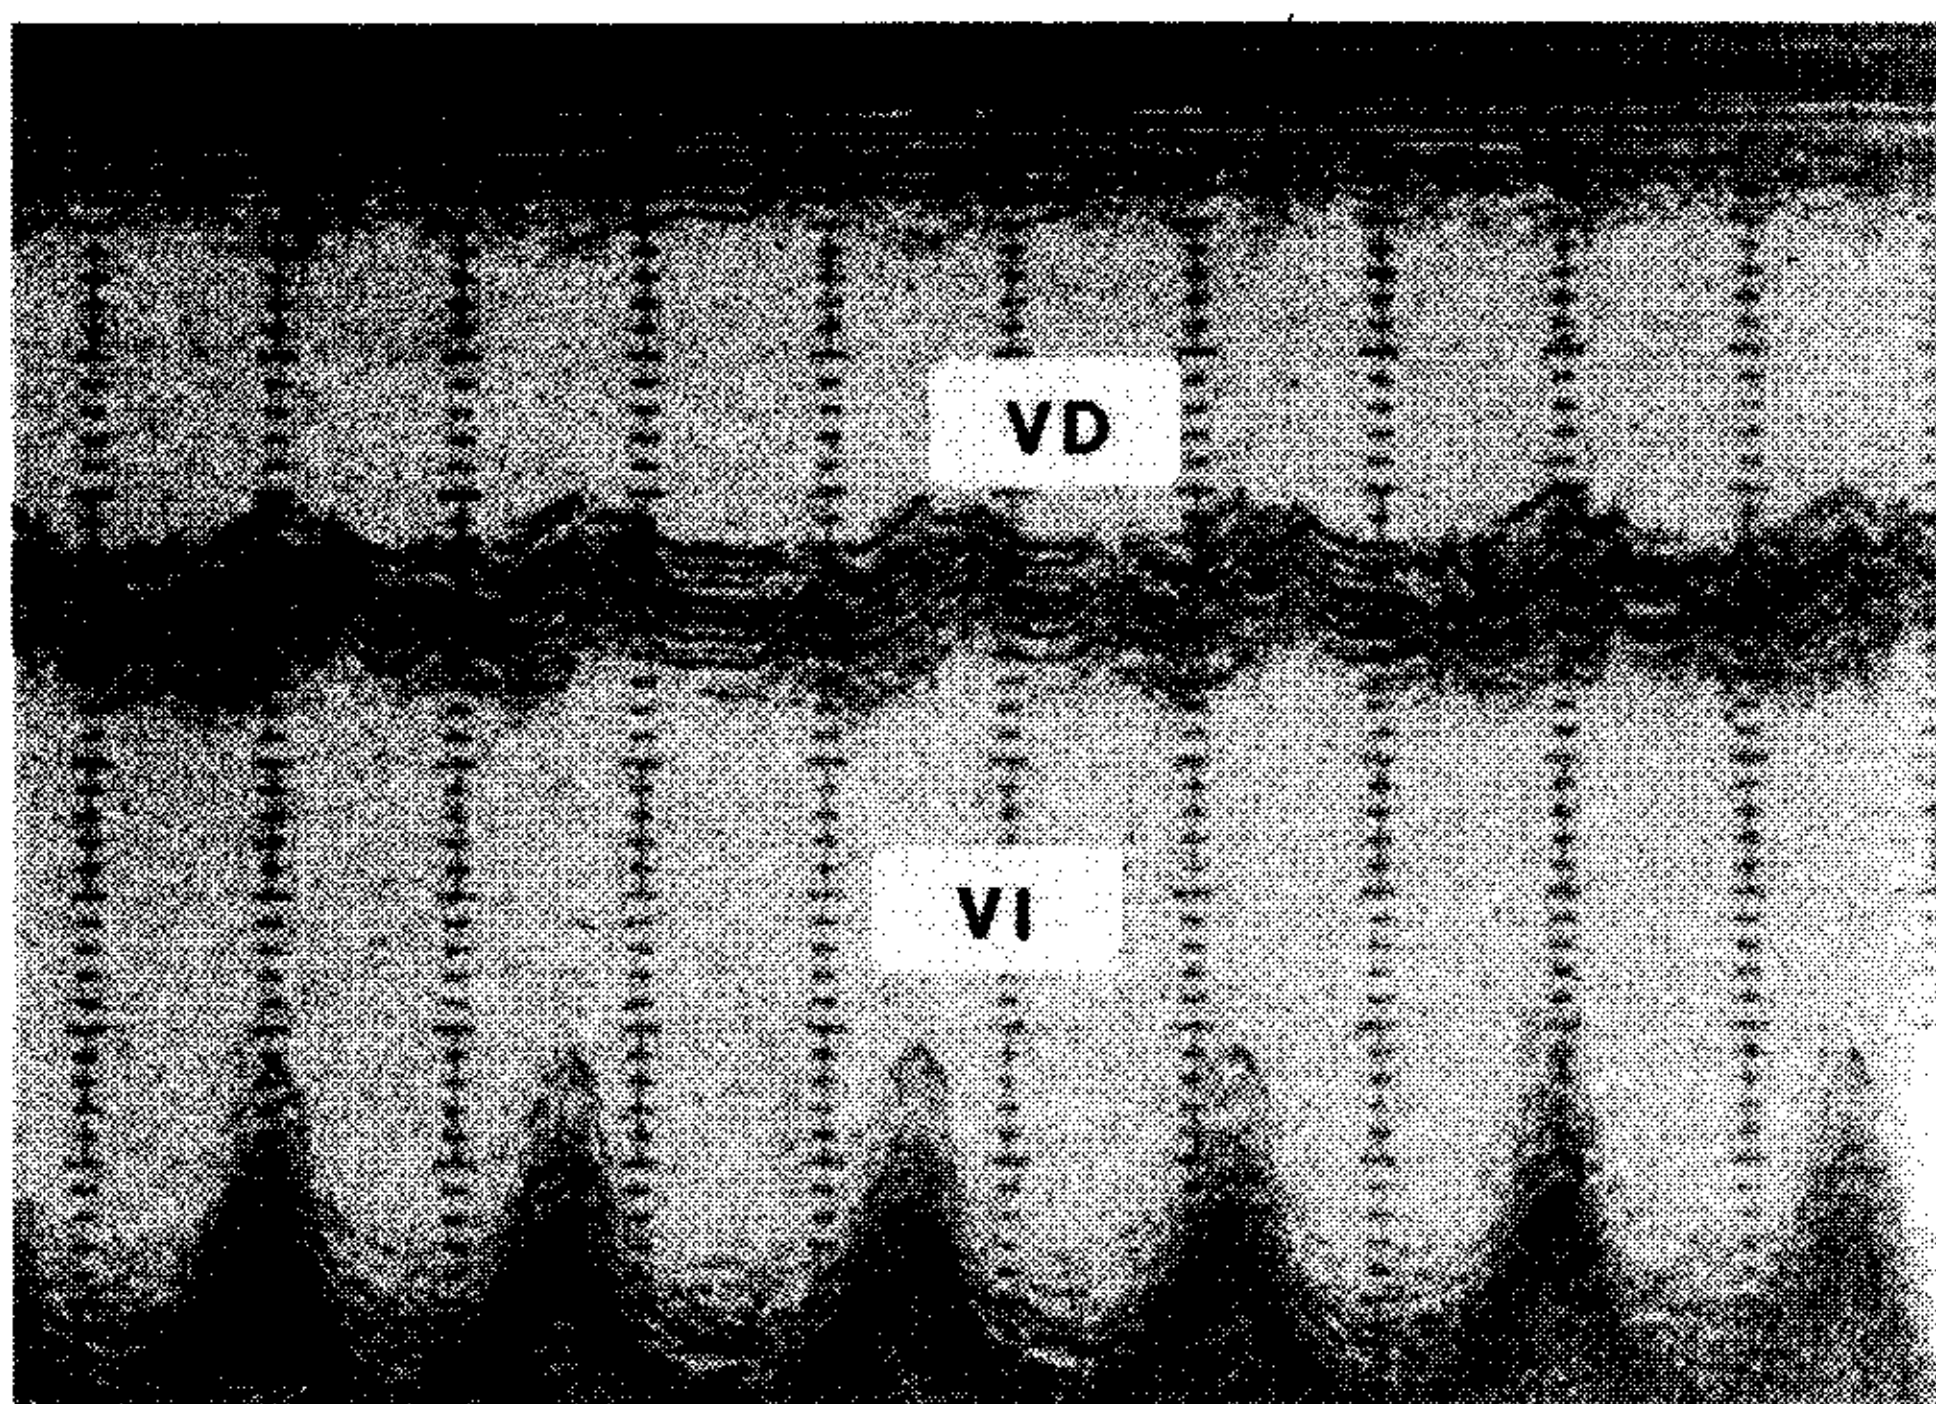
Ecocardiograma modo-M del paciente 4. El ventrículo derecho está dilatado. El septum interventricular tiene movimiento paradójal. La pared posterior del ventrículo izquierdo tiene excursión exagerada. VD: ventrículo derecho; VI: ventrículo izquierdo.
